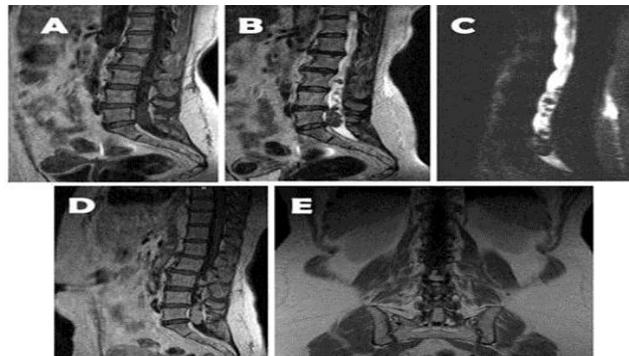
Signo del goteo o lagrimeoteccal en una paciente con metástasis de la cola de caballo. A y B: secuencias sagitales en el estudio simple que muestran masas múltiples en el saco dural distal que producen ausencias en la señal en secuencia de mielorrresonancia (C) las cuales captan contraste homogéneamente y se hacen más diagnósticas con la administración de gadolinio en dosis habituales (D y E).
